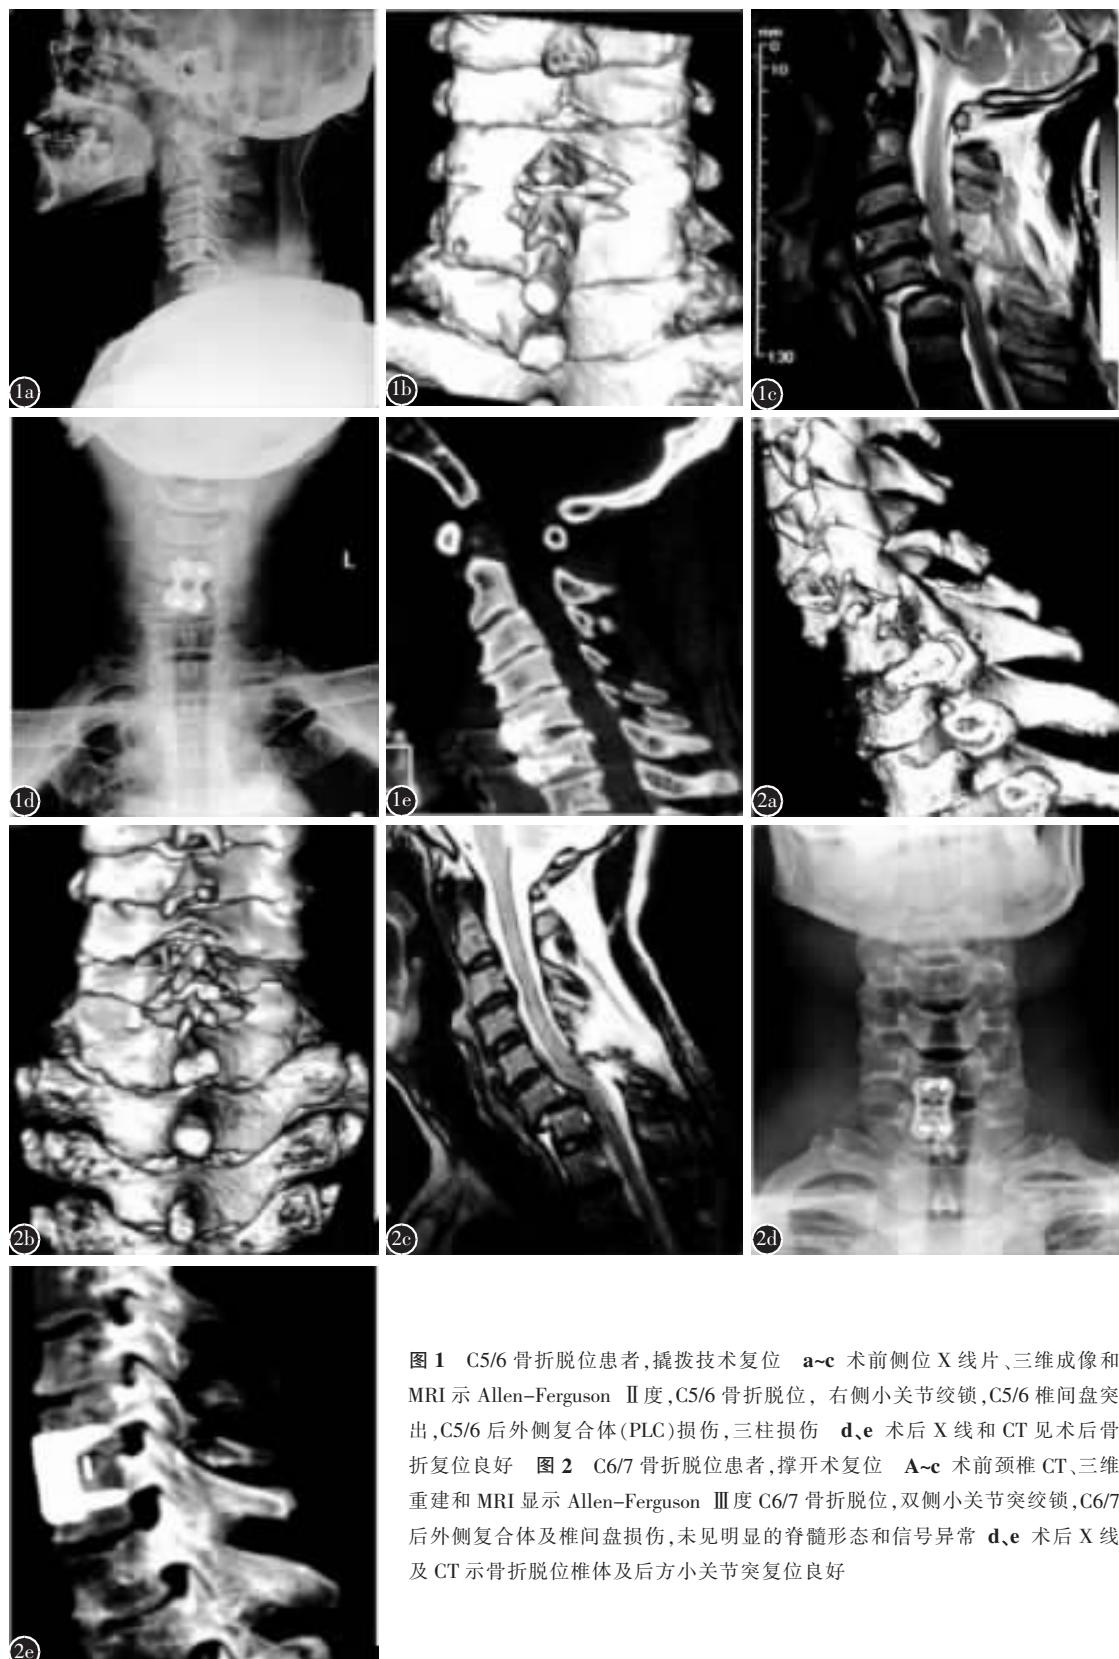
C5/6骨折脱位患者,撬拨技术复位 a~c术前侧位X线片、三维成像和MRI示Allen-FergusonⅡ度,C5/6骨折脱位,右侧小关节绞锁,C5/6椎间盘突出,C5/6后外侧复合体(PLC)损伤,三柱损伤 d,e术后X线和CT见术后骨折复位良好 图2 C6/7骨折脱位患者,撑开术复位 A~c术前颈椎CT、三维重建和MRI显示Allen-FergusonⅢ度C6/7骨折脱位,双侧小关节突绞锁,C6/7后外侧复合体及椎间盘损伤,未见明显的脊髓形态和信号异常 d,e术后X线及CT示骨折脱位椎体及后方小关节突复位良好
